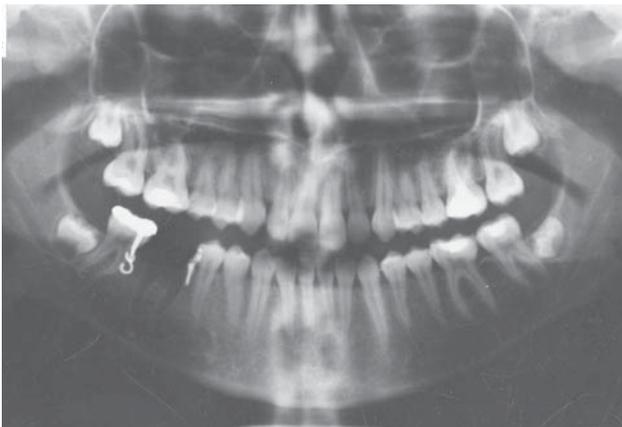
Radiograph after insertion of micro-screws.
